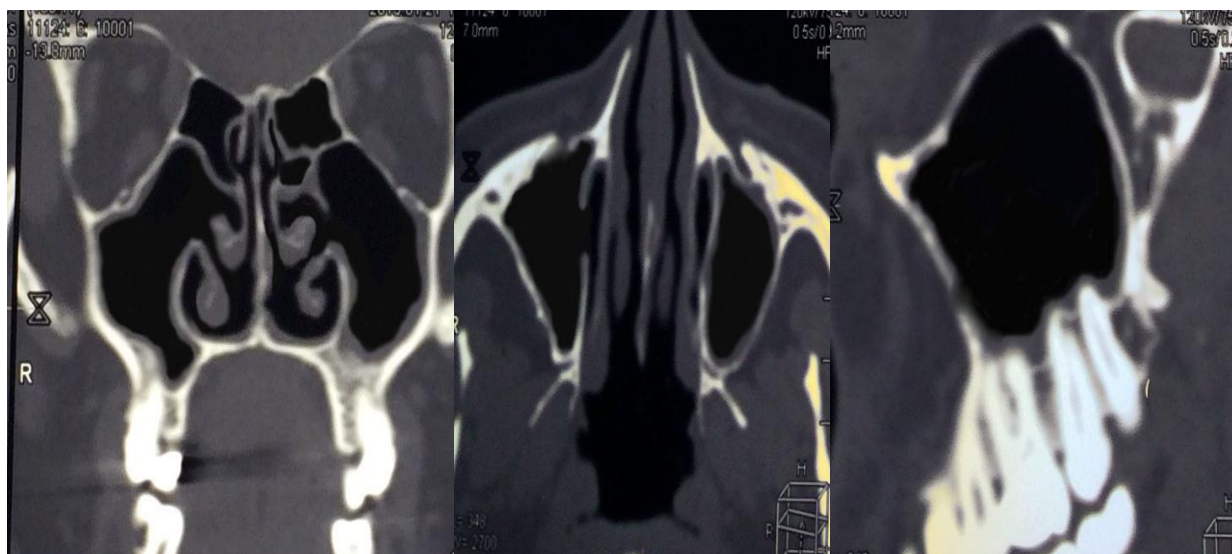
МСКТ ОНП пациентки И., 46 лет, фронтальная, аксиальная, сагиттальная проекции. 3 месяца после операции. ВЧП санирована.
